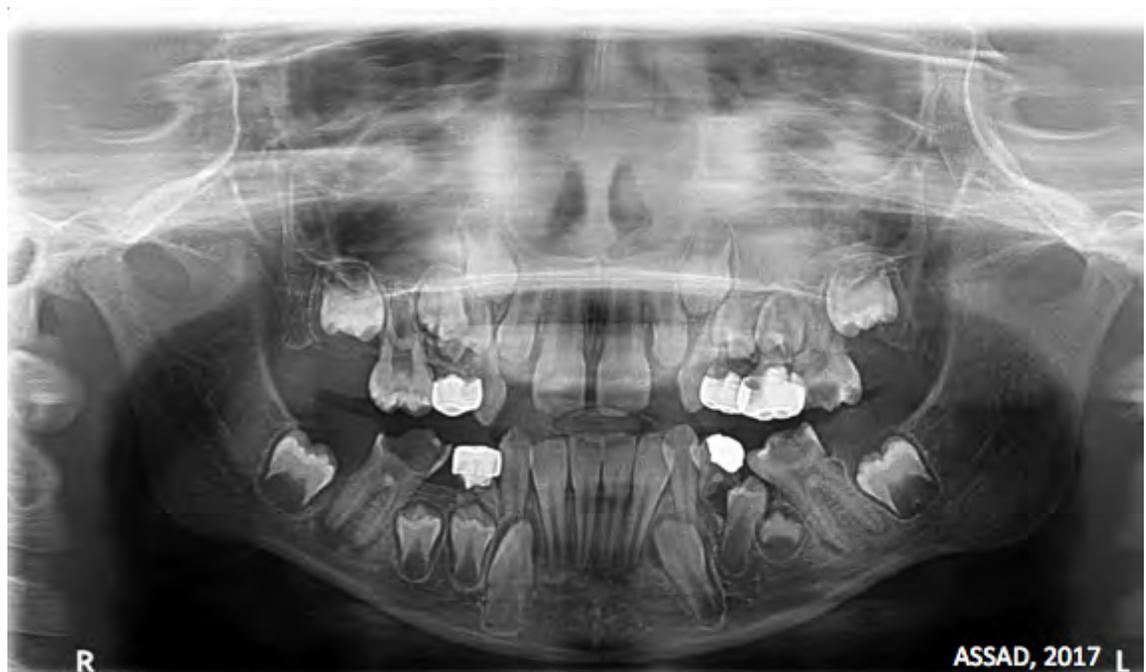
Orthopantomogramme d'un enfant de 8 ans
